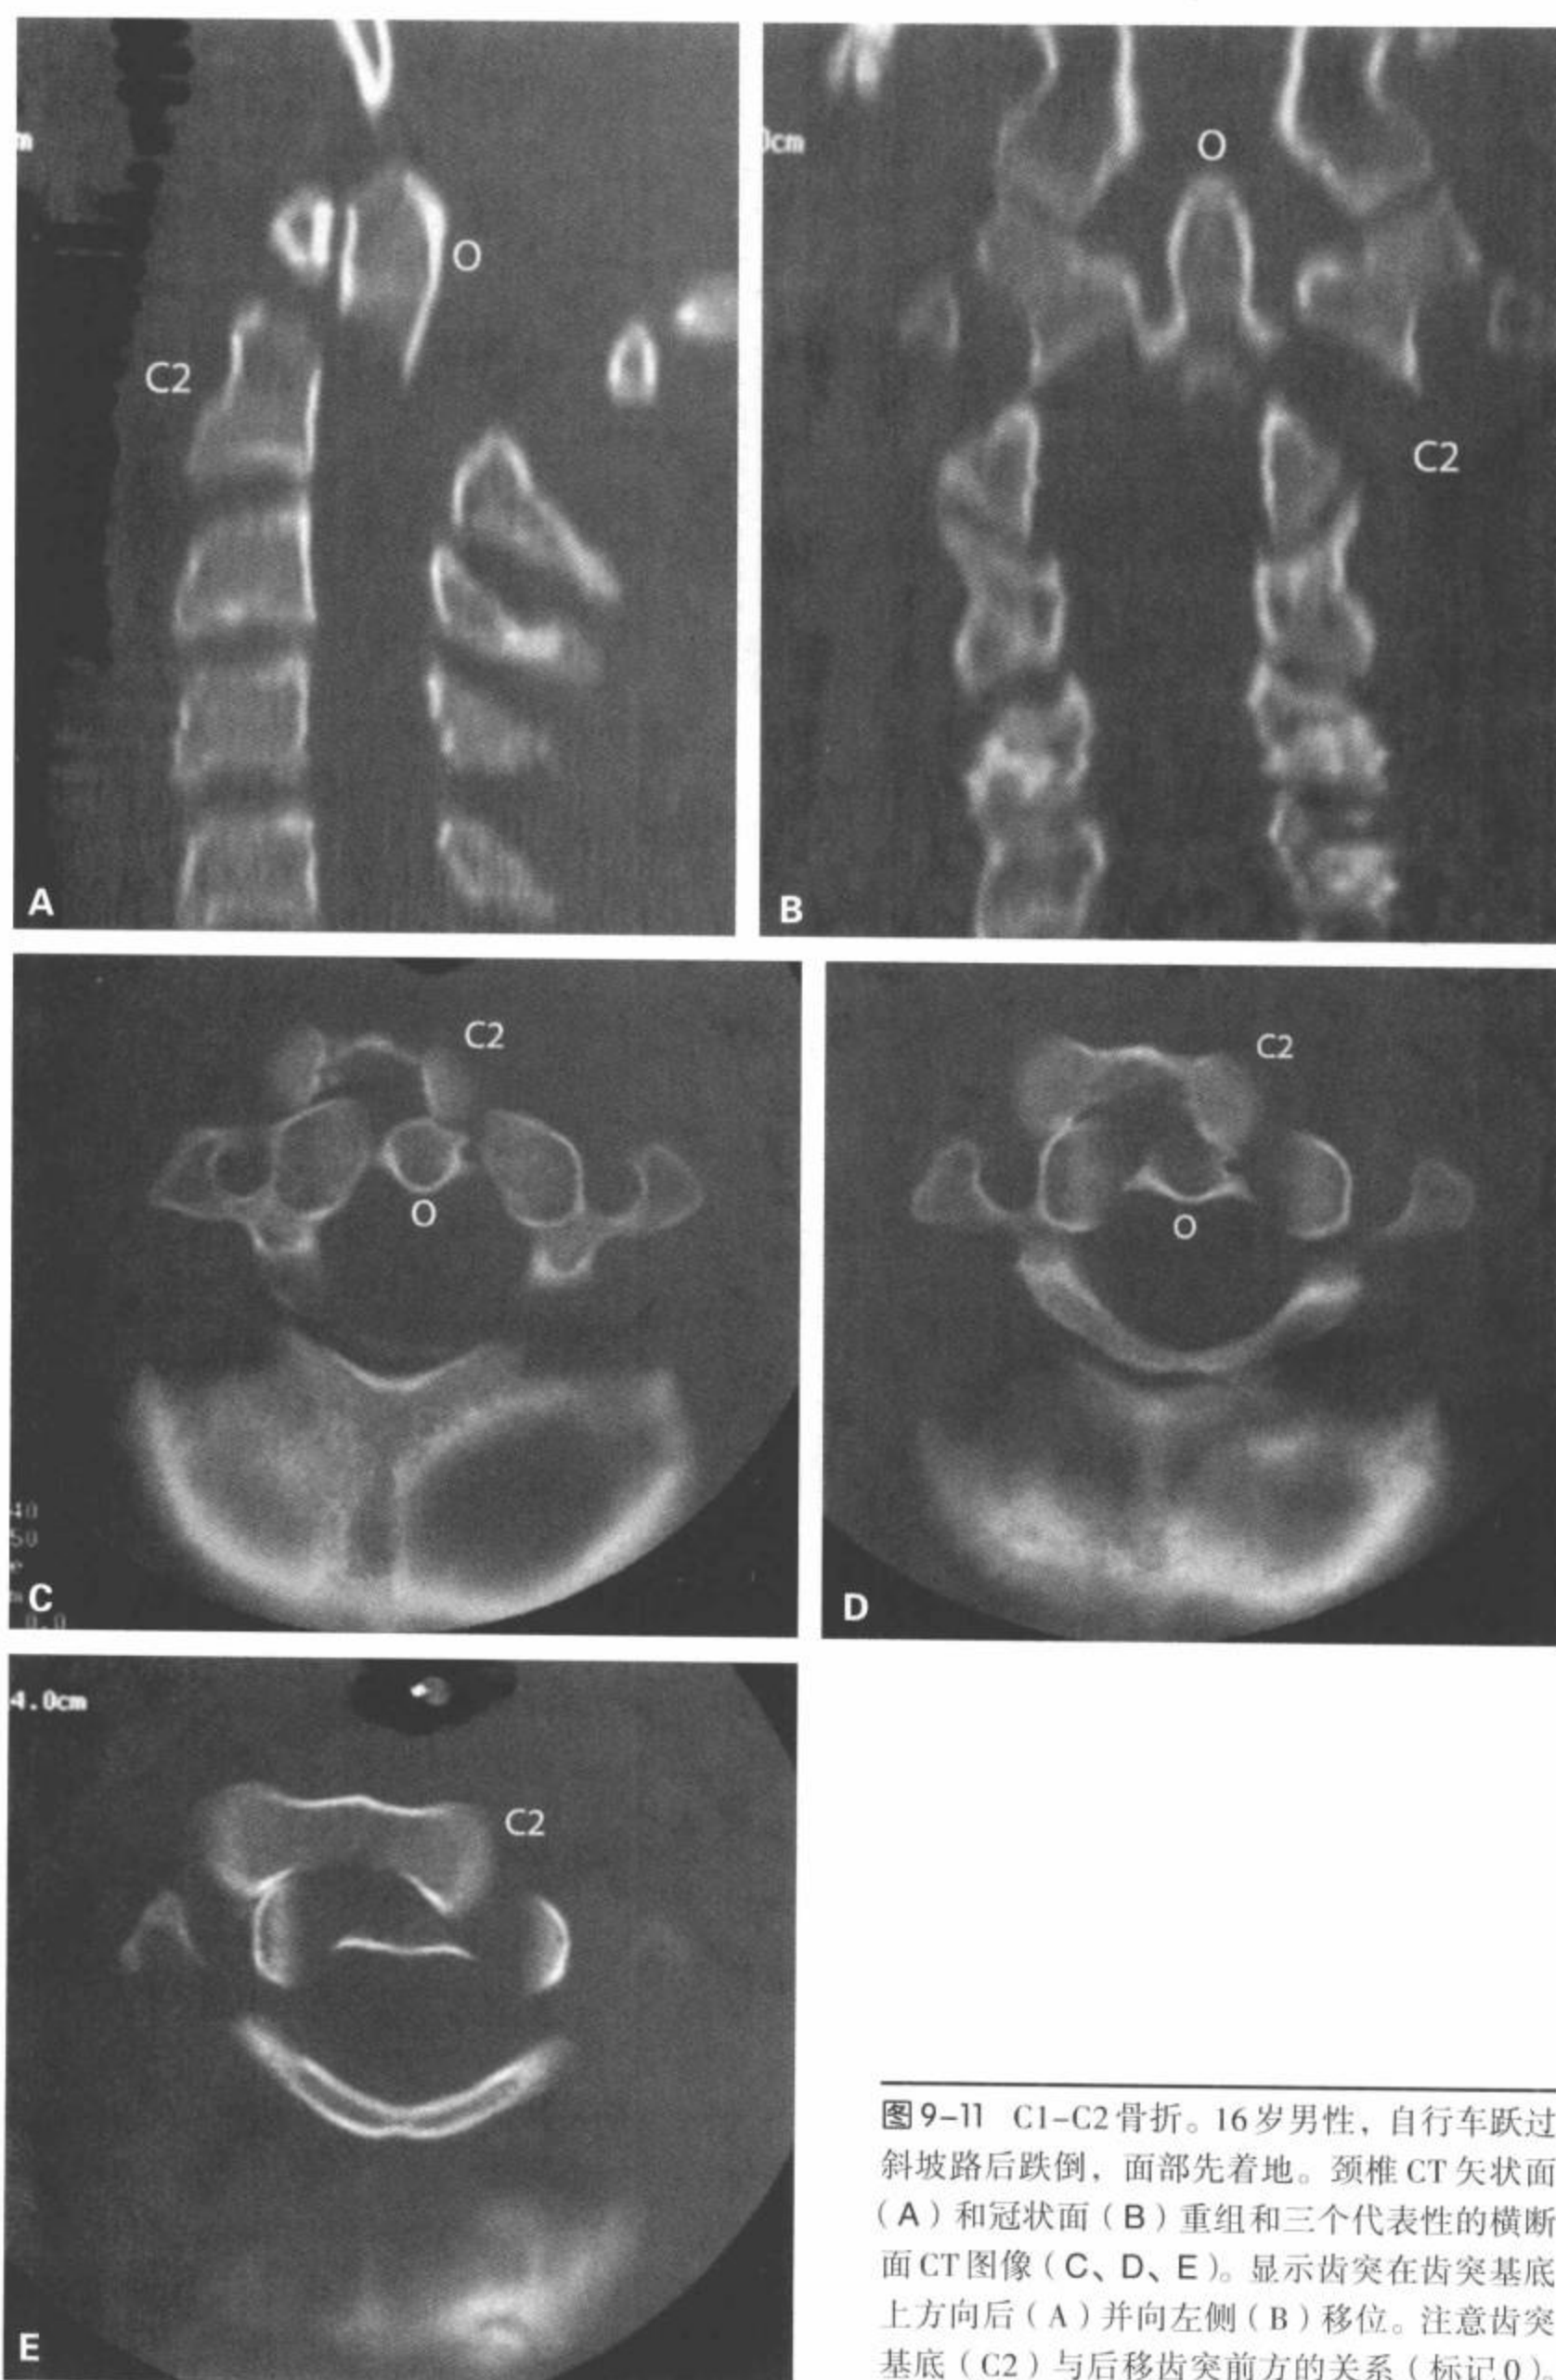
C1-C2骨折。16岁男性，自行车跃过斜坡路后跌倒，面部先着地。颈椎CT矢状面(A)和冠状面(B)重组和三个代表性的横断面CT图像(C、D、E)。显示齿突在齿突基底上方向后(A)并向左侧(B)移位。注意齿突基底(C2)与后移齿突前方的关系(标记O)。
